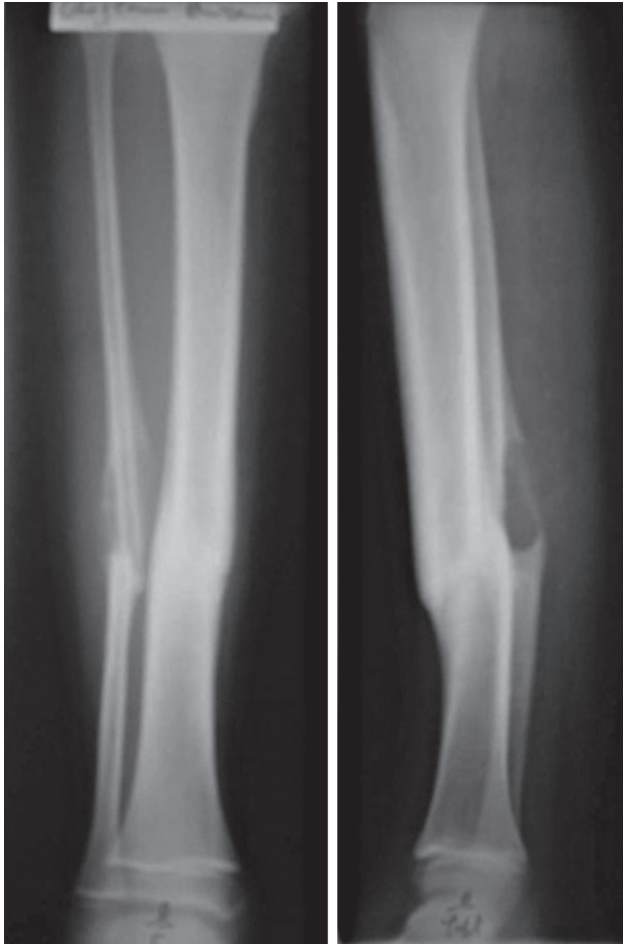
Right leg X-ray showing fibular lacunae
